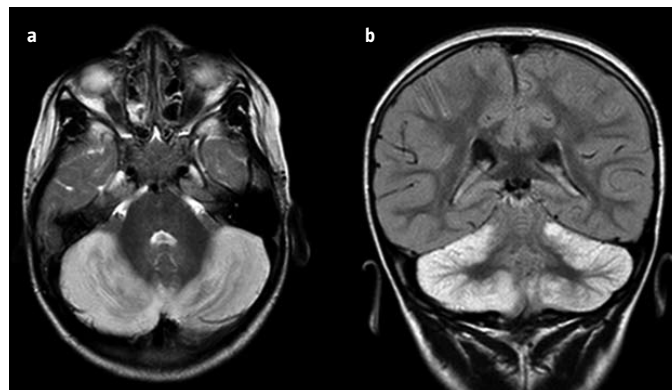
Resonancia magnética cerebral, secuencias T₂ axial (a) y FLAIR coronal (b), en la que se evidencia una marcada hiperintensidad de señal cortical cerebelosa y obliteración de surcos.
